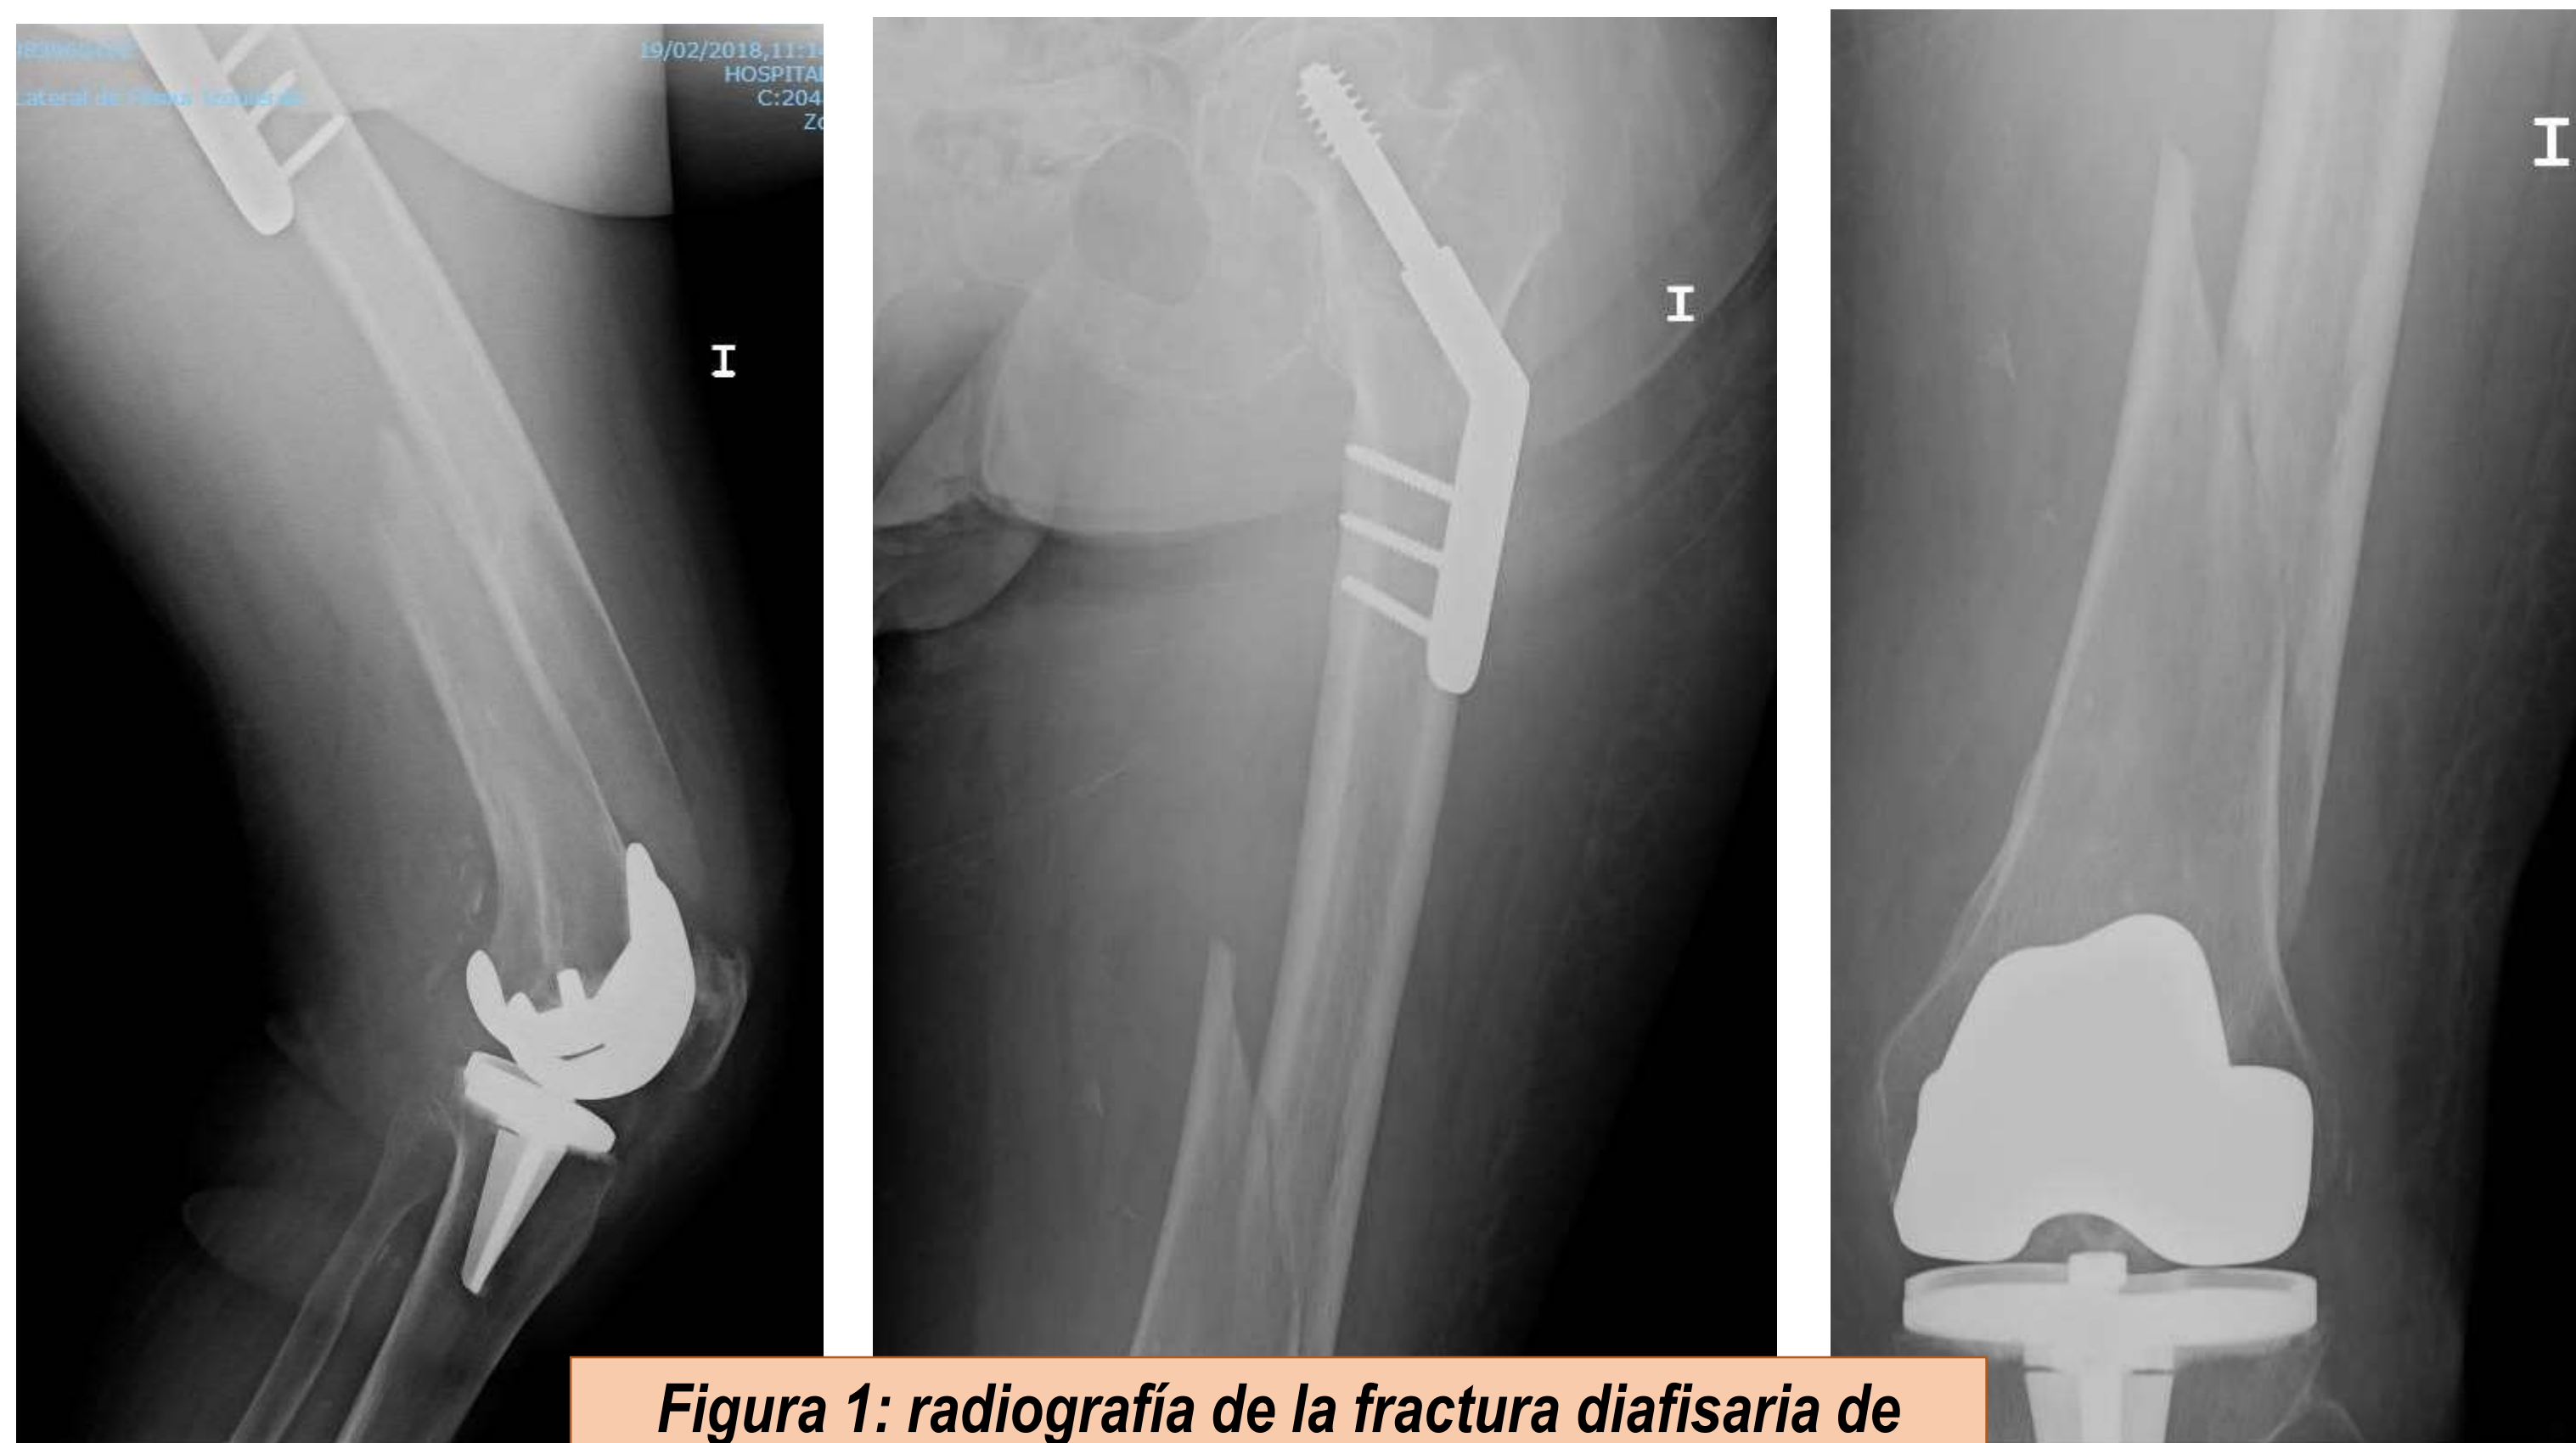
radiografía de la fractura diáfisaria de fémur interimplante
